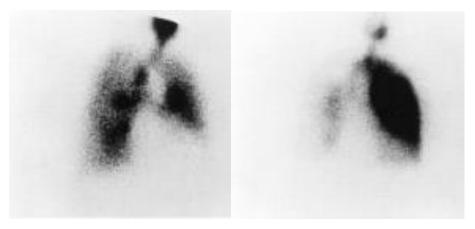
Сцинтиграфические признаки массивной ТЭЛА (эмбол в правой лёгочной артерии)
